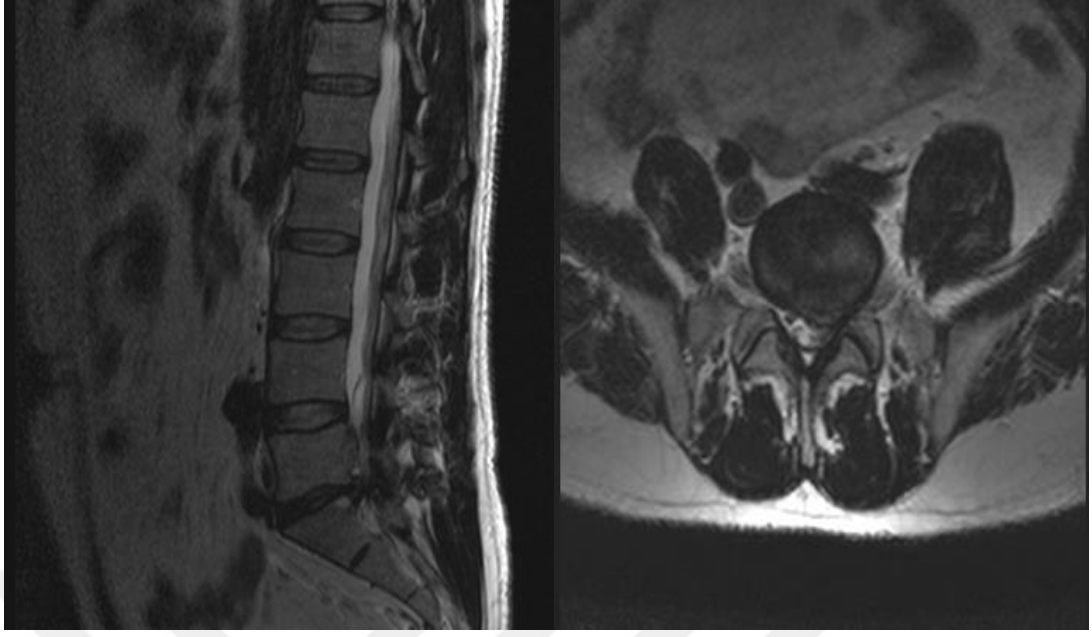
Lomber MRG'de koronal ve aksiyel kesitlerde L5-S1 disk aralığında bulging görünümü
